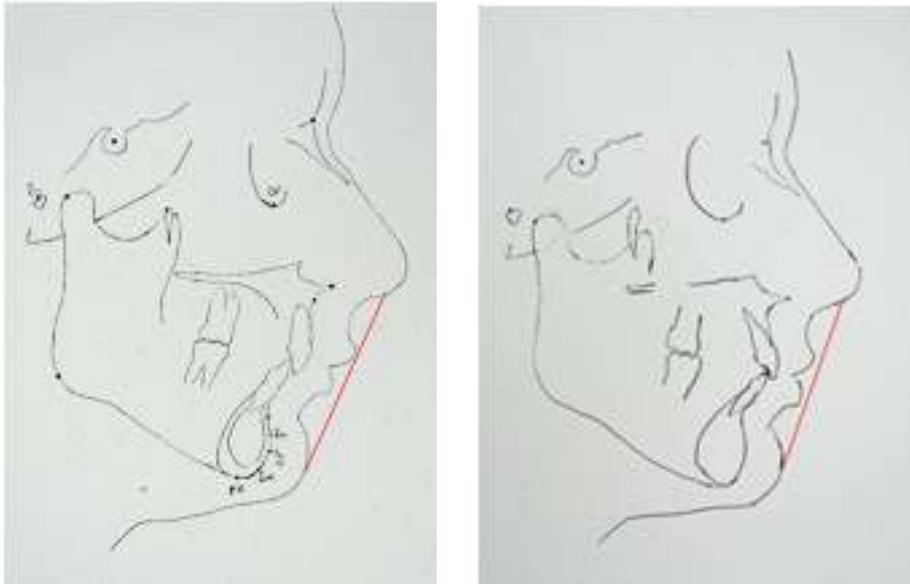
Comparación del trazado Cefalométrico en radiografía lateral, trazado de línea estética de Ricketts.
